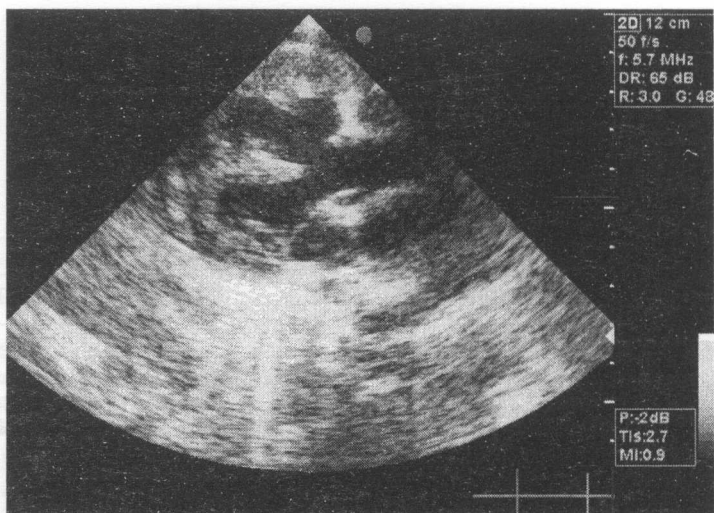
Tetralogia Fallot, secțiunea parasternală longitudinală. DSV subaortic mare, aorta „călare” pe SIV cu dextrapoziția și hipertrofia VD.
